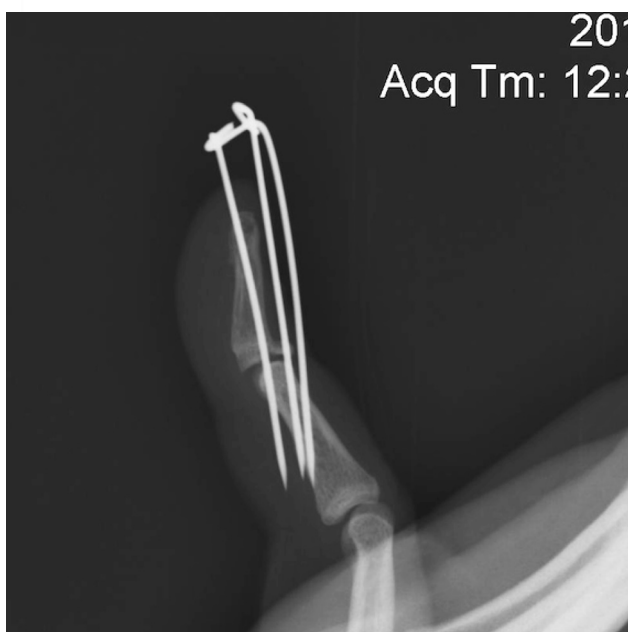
Рентгенограмма пациента Н., после выполнения закрытого блокирующего остеосинтеза и «временного артродеза» дистального межфалангового сустава спицей
